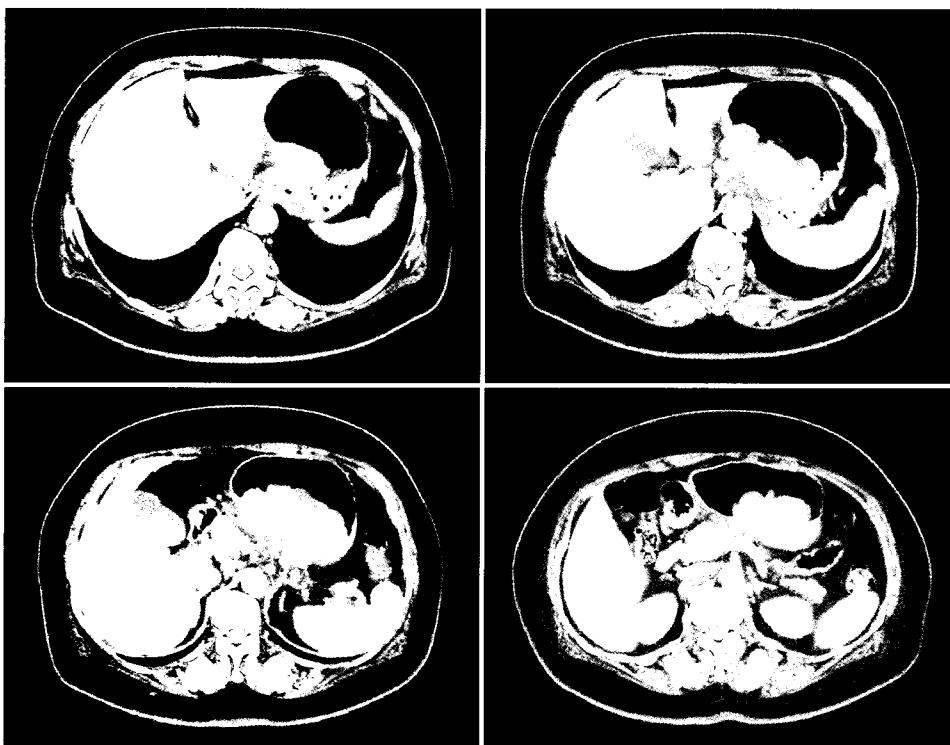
Computerized tomography. A large polypoid mass at the gastric body with perigastric fat infiltration and multiple enlarged lymph nodes.
